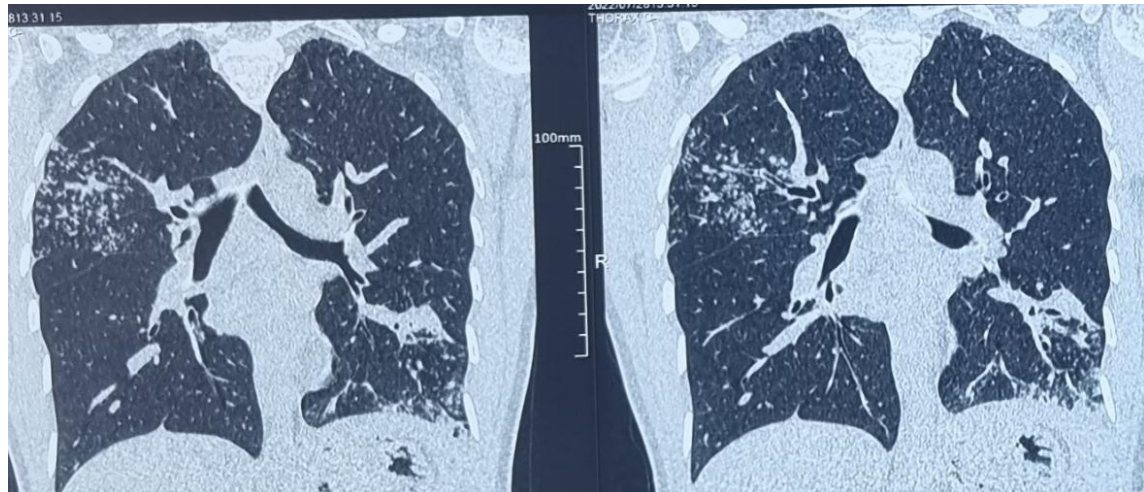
TDM thoracique : foyer de condensation lobaire inférieur gauche associé à des nodules et micronodules bilatéraux réalisant un aspect d'arbre en bourgeon localisé au niveau lobaire supérieur droit et des dilatations de bronches bilatéraux siège d'impaction mucoïde
